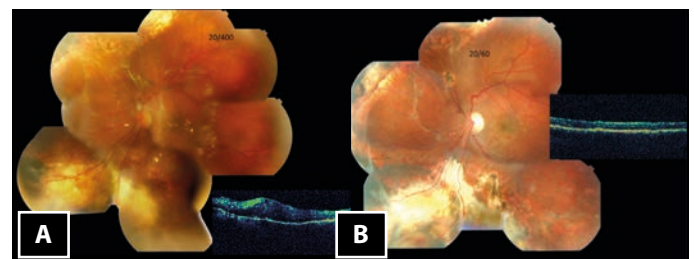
Paciente de 70 años con un tumor vasoproliferativo del adulto en la zona nasal inferior. (A) Abundante exudación y hemorragias en la zona nasal inferior, con una importante fibrosis que afecta al polo posterior de la retina. El paciente había sido tratado previamente de una lesión parecida en la zona superior. Se aprecia una lesión cicatricial causada por la crioterapia antigua. (B) Retinografía y tomografía de coherencia óptica realizada tres meses después de la vitrectomía pars plana. Endofotocoagulación, crioterapia externa y pelado de las proliferaciones de fibrosis del polo posterior.
